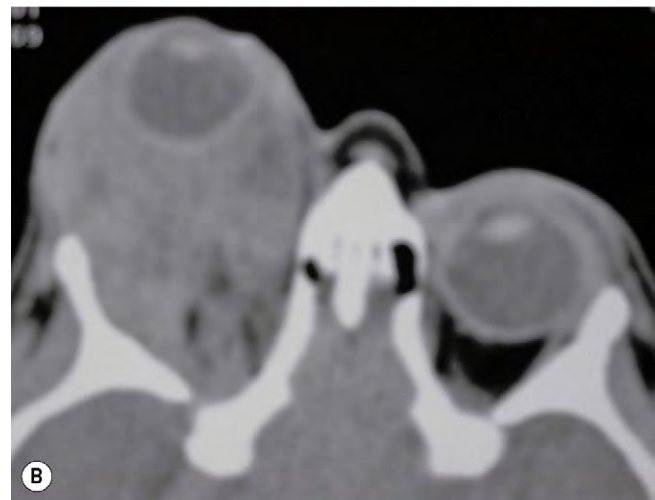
(A) Proptosis grave por sangrado de un linfangioma posterior; (B) la TC axial muestra proptosis y opacificación orbitaria; (C) afectación oral por linfangioma.
